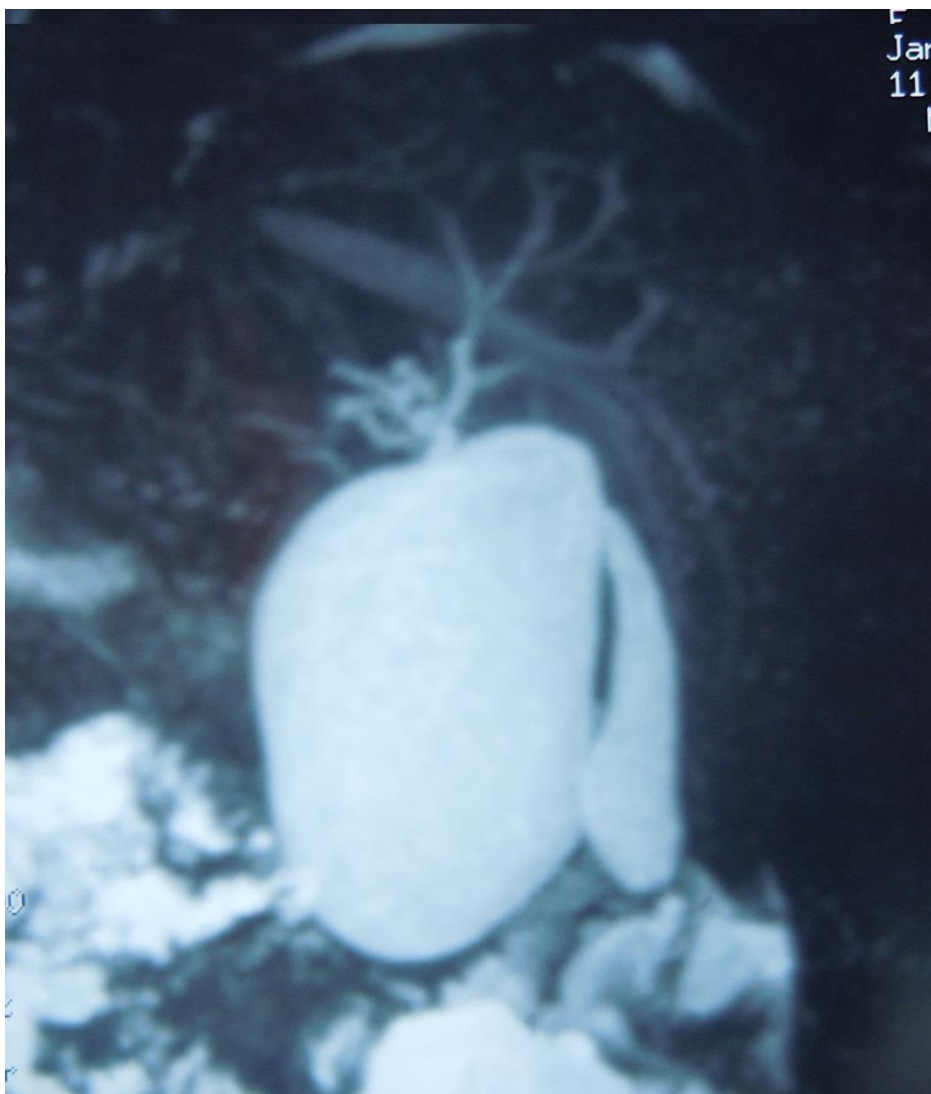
coupe coronale de Bili-IRM objectivant une énorme dilatation de la VBP arrivant à 68mm de diamètre classée type Ia de TODANI.
